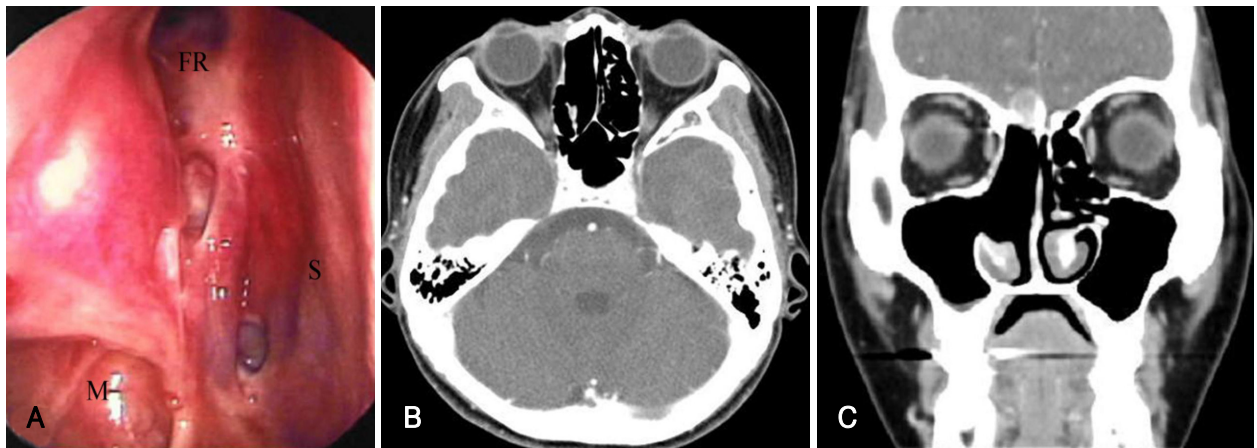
Endoscopic and paranasal CT finding at 18 months after operation. Endoscopic finding shows no evidence of recurrence (A). Axial (B) and coronal (C) CT images show remnant mass with nodular enhancement in right anterior skull base. FR: frontal recess, M: maxillary sinus, S: nasal septum.
